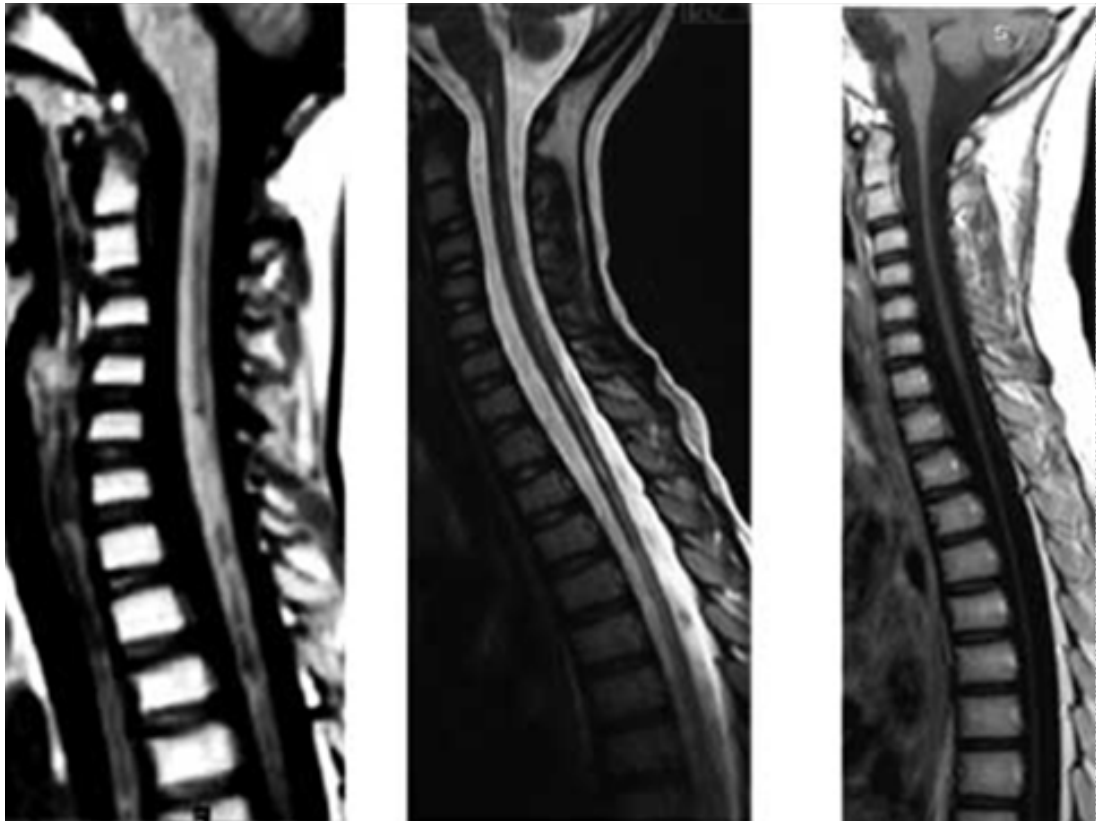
Ressonância magnética indicando a progressão da atrofia da medula espinhal após sucessivos surtos de NMO-recorrente (DIMITRIJEVIC, 2012).
